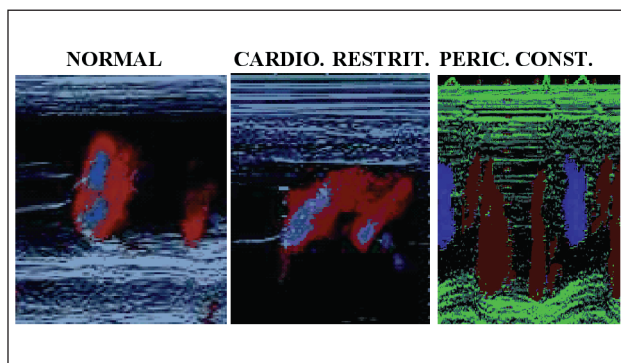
Doppler colorido modo-M no indivíduo normal, na cardiomiopatia restritiva e na pericardite constritiva. Cardio. restrit. = cardiomiopatia restritiva; peric. const. = pericardite constritiva.
